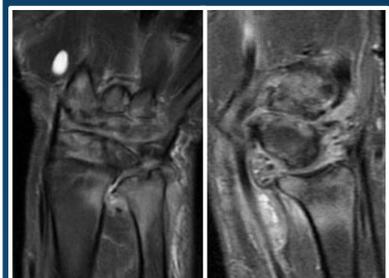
RM. Corte coronal y sagital de Muñeca (donde se evidencia colección en espacio de Parona y edema óseo radio-cubital)
